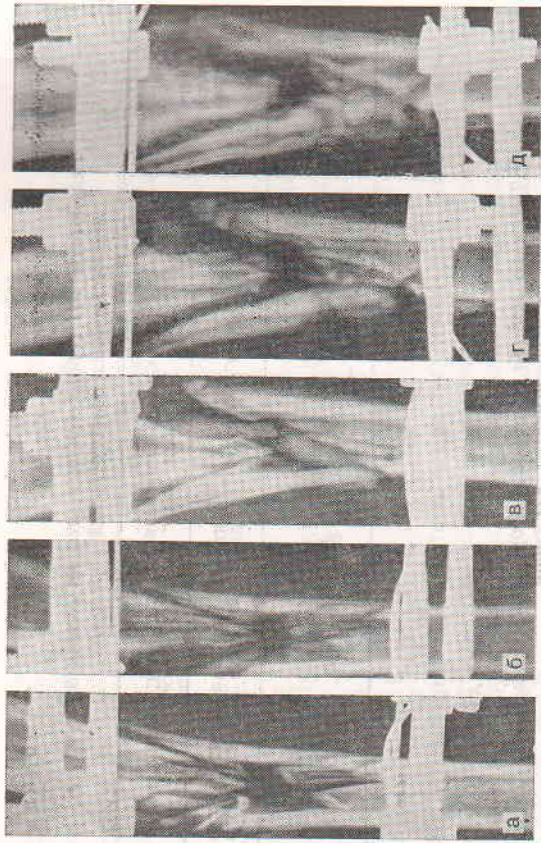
Рентгенограммы костей голени в экспериментах с множественными огнестрельными переломами после первичной хирургической обработки и внешнего остеосинтеза (а), через 2 (б), 3 (в), 4 (г) и 6 (д) мес.
